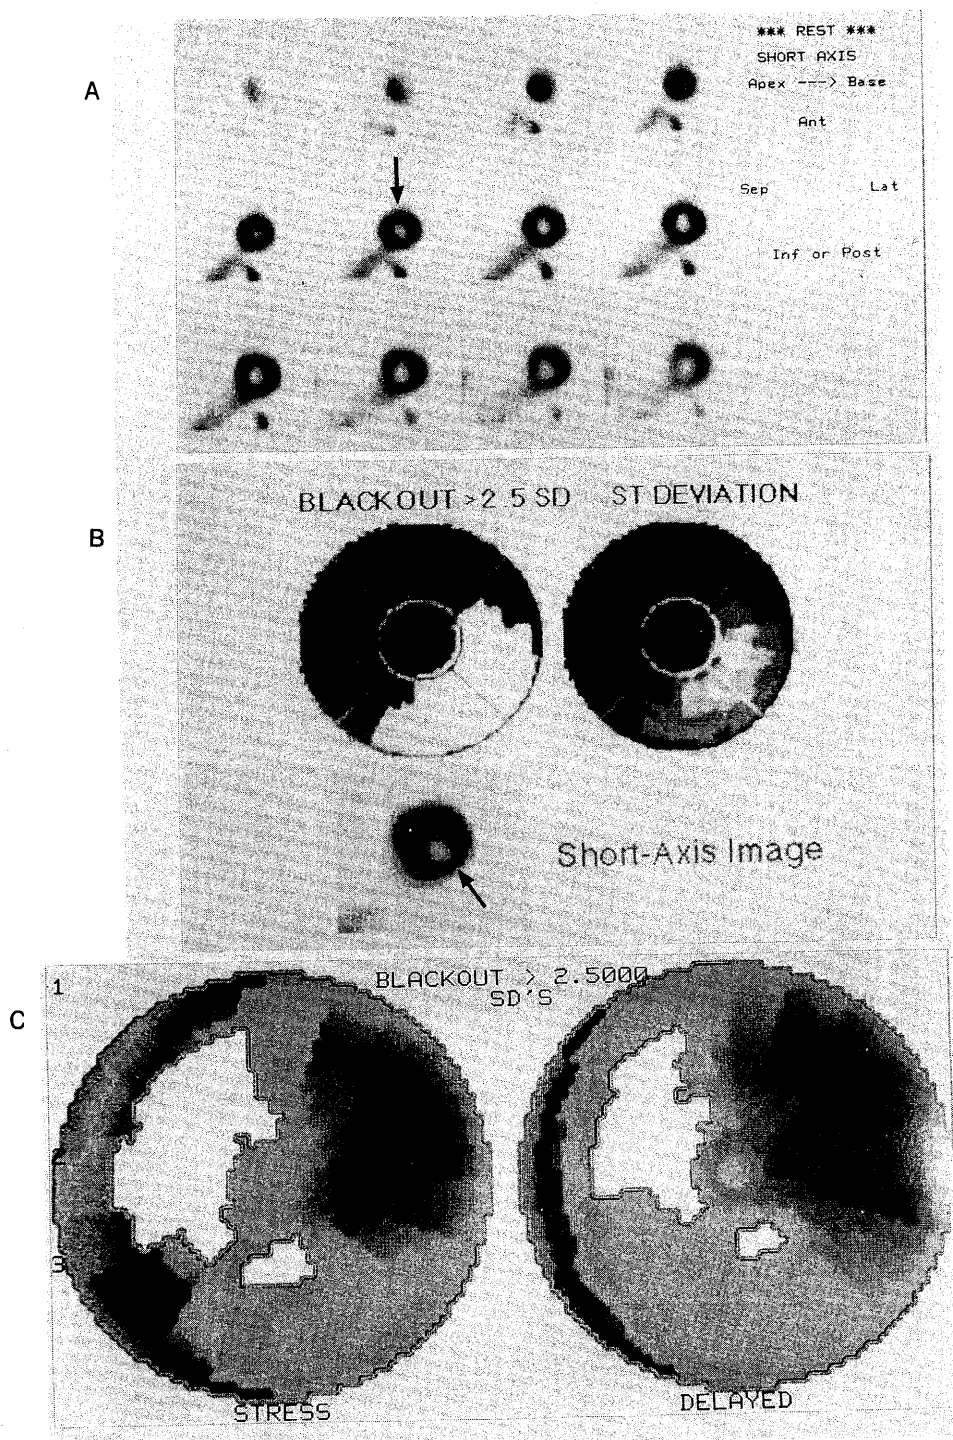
Artifacts in Tl-201 scintigraphy and polar map.
